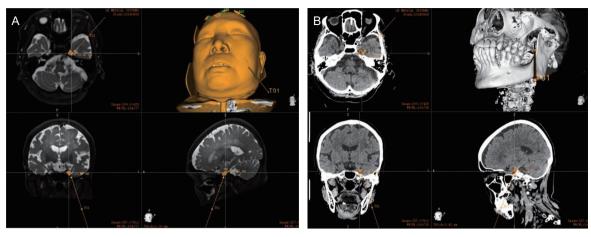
术中机器人重建影像及穿刺路径设计 (A) 术中 MR; (B) 术中 CT
